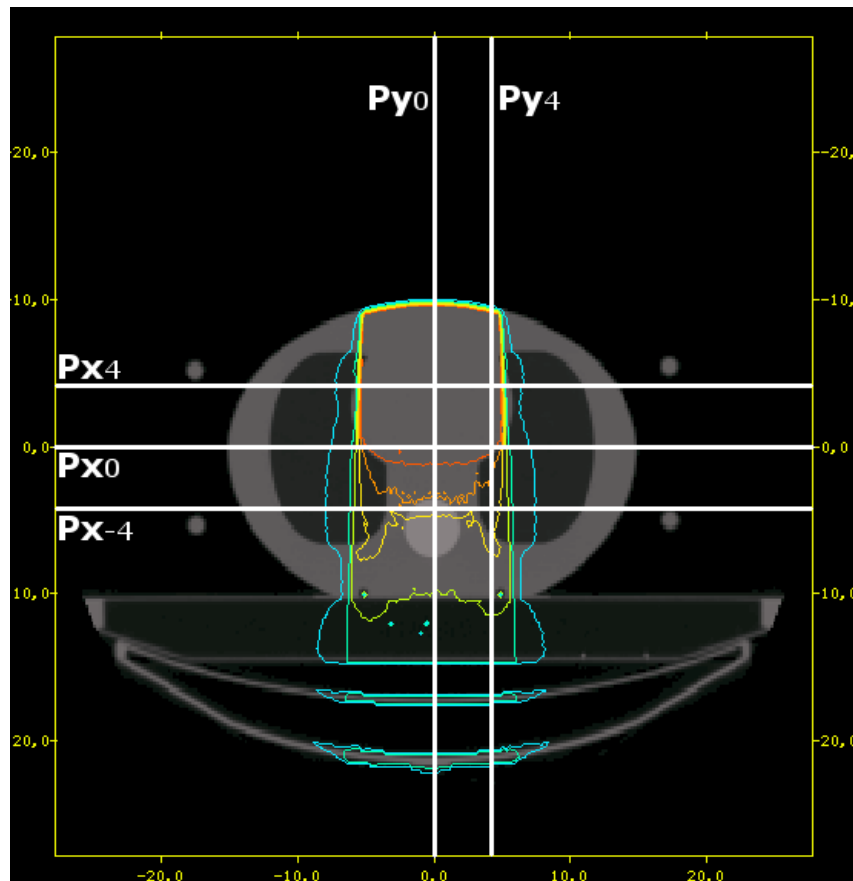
Perfiles de dosis que se analizan en los experimentos. Nótese que el eje y está invertido; esto es por el sistema de coordenadas de la CT usada.
